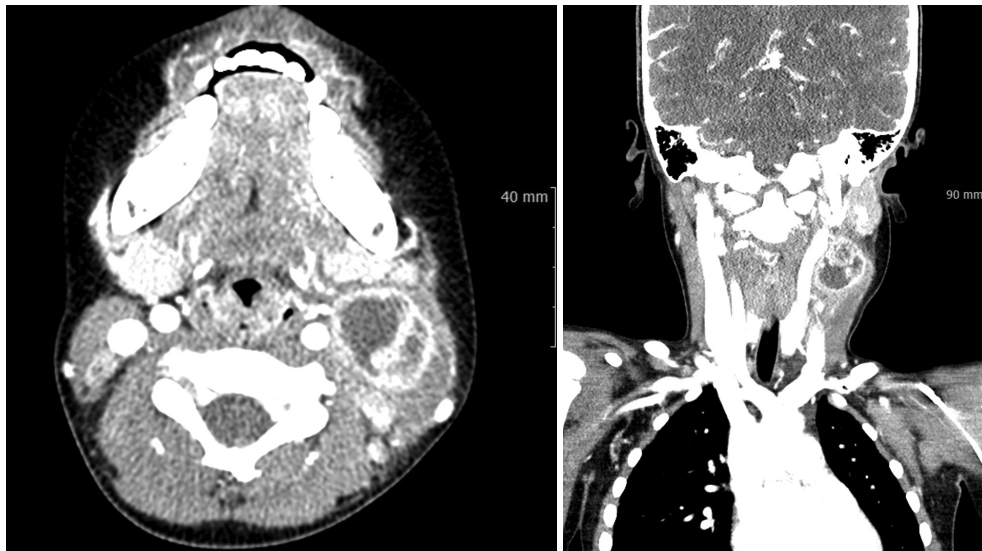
Initial neck CT image of patient. A $3.0\times 2.8\times 2.3\text{ cm}$ lobulated multiseptated enhancing lesion with internal multiple non-enhancing portions and perinodal fatty infiltration in left neck level III, and several enhancing lymph nodes in both jugular chains.
